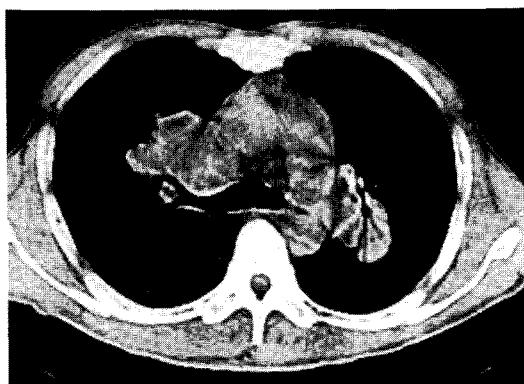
Chest CT scan shows bilateral hilar lobulated mass with some central low density. But there is no mediastinal lymphadenopathy.
